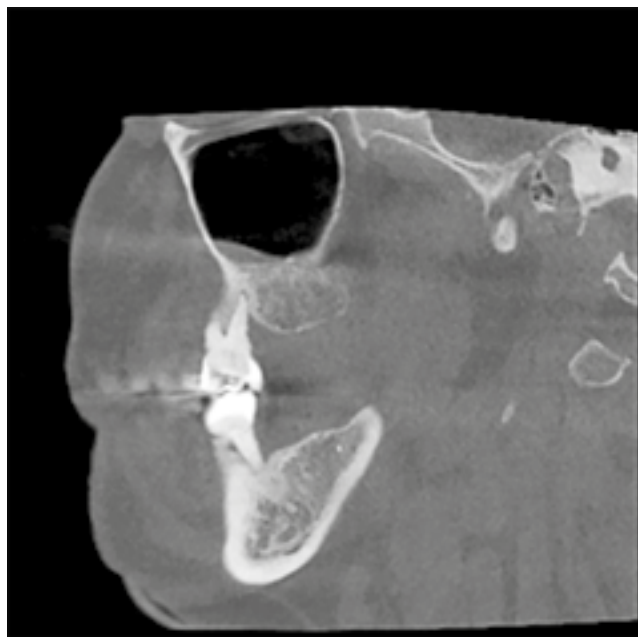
Rădăcina disto-vestibulară la dinte 1.6 în proiecția sagitală la CBCT
